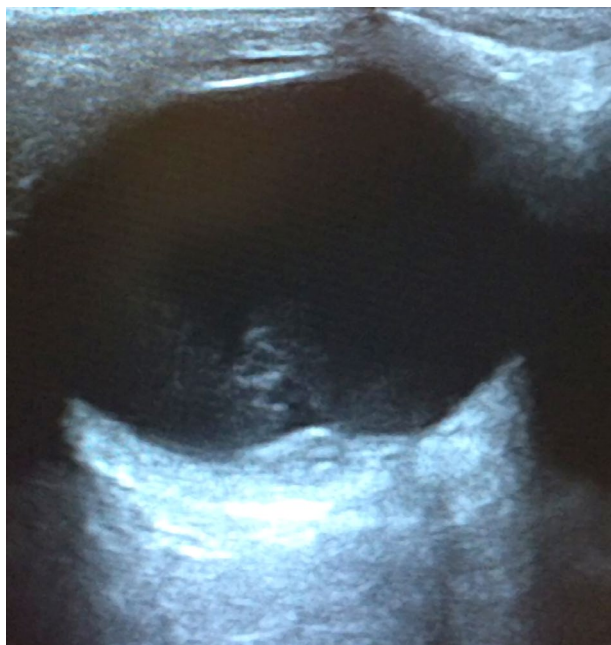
Ecografía modo B. Se observa la afectación macular en la zona inferior de la imagen correspondiente al área de la hemorragia prerretinal.
